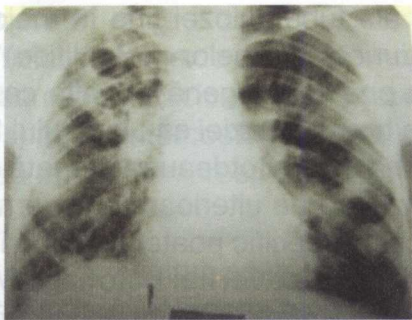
Radiografia toracică standard: Pneumonie cazeoasă: se observă focare confluențe cu contururi imprecise și multiple cavități de ramolisment în aria pulmonară dreaptă cu diseminare în pulmonul stâng.
